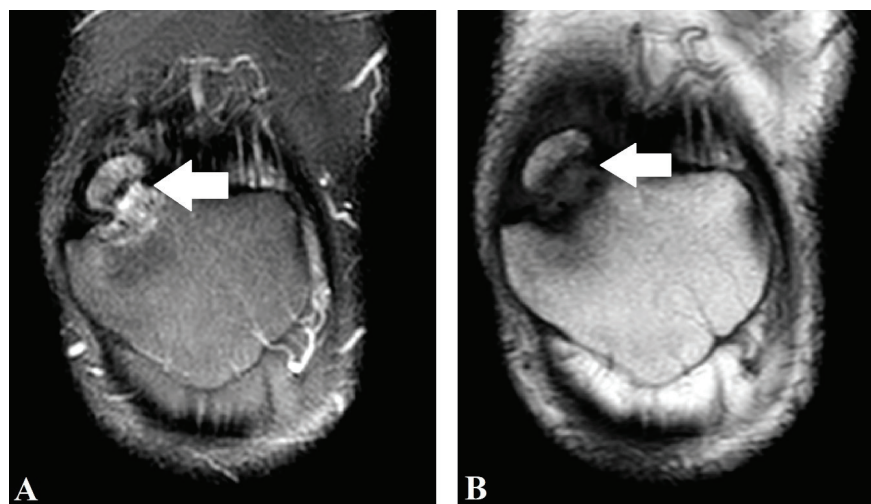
RM no corte coronal na sequência DP SPIR em A e na sequência T1 em B demonstrando uma patela bipartida com união fibrosa entre o fragmento bipartido superolateral e a patela (seta branca).
